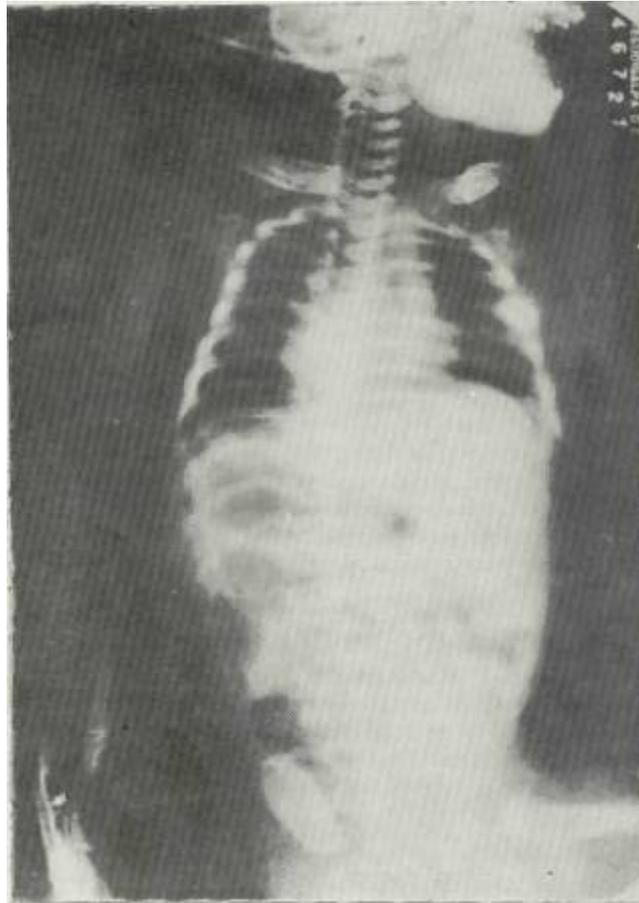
Noten en esta radiografía al engrosamiento de la Cortical del maxilar inferior, de la clavícula y de ambos
